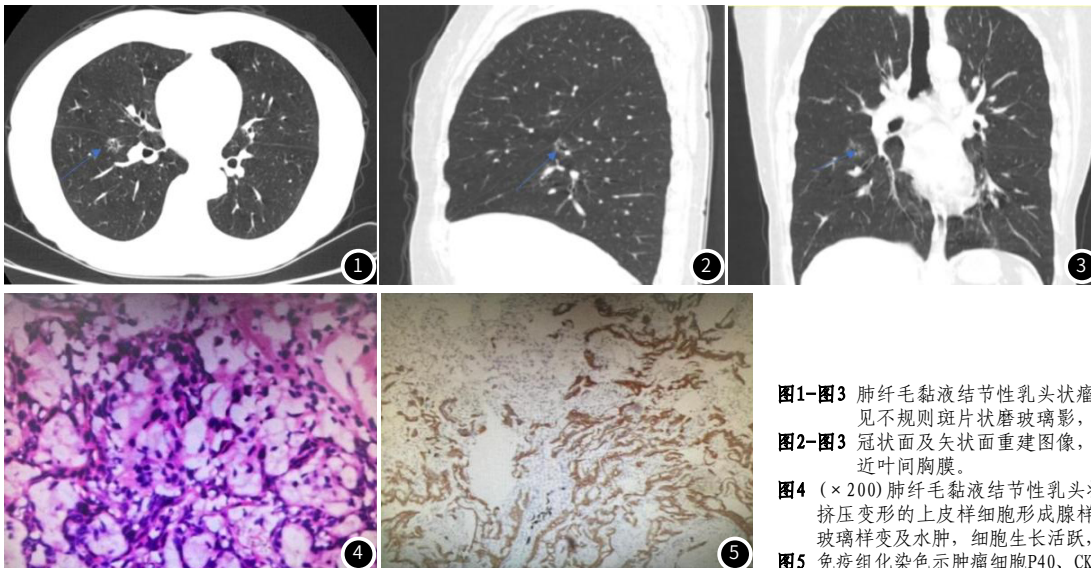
图3 肺纤毛黏液结节性乳头状瘤CT图像。CT平扫于右肺下叶前基底段见不规则斑片状磨玻璃影, 内可见不规则形低密度透亮影(图1)。
